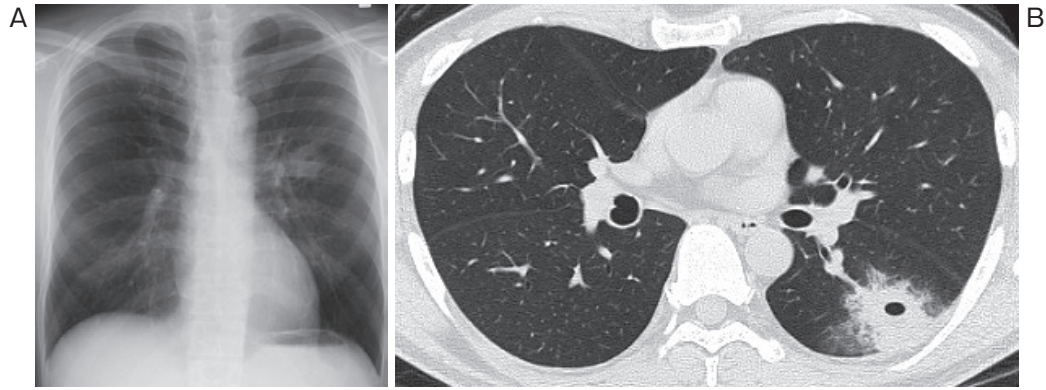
症例1：発症時画像所見. 胸部X線写真 (A) では左中肺野に腫瘤影を認め、単純CT (B) では左下葉に空洞を伴う腫瘤影を認めた.
